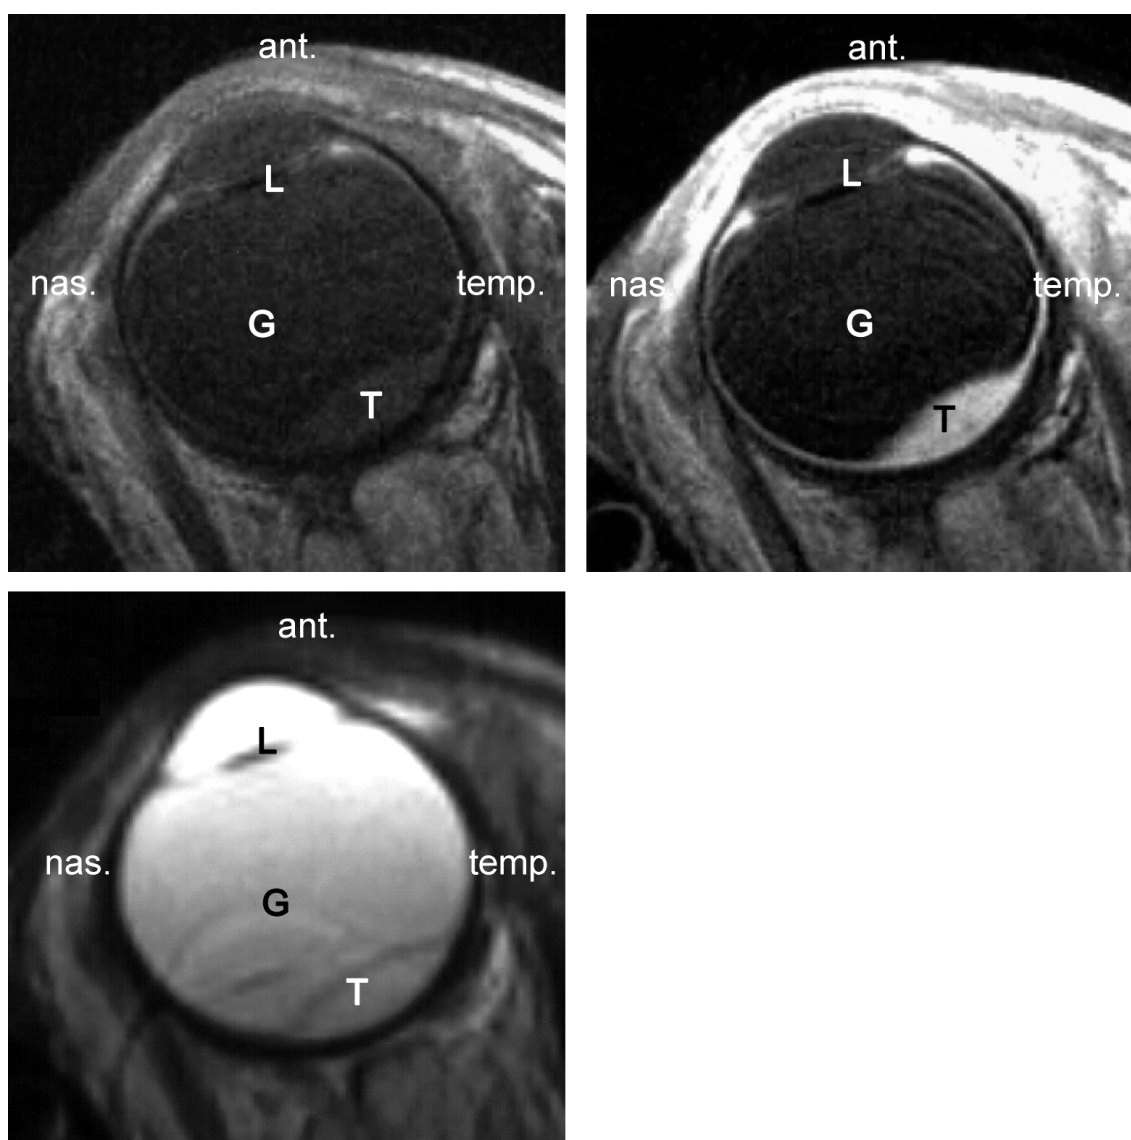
Typisches Hämangiom des Bulbus, links oben MRT-Schicht T1-gewichtet nativ, rechts oben MRT-Schicht T1-gewichtet nach Kontrastmittelgabe, links unten MRT-Schicht T2-gewichtet (T= Melanom, G= Glaskörper, L= Kunstlinse)
